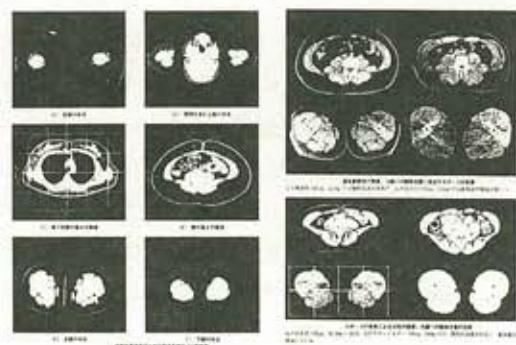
X線、CTによる人体の横断面と肥満の測定(徳永・松澤ら)<sup>2)</sup>
